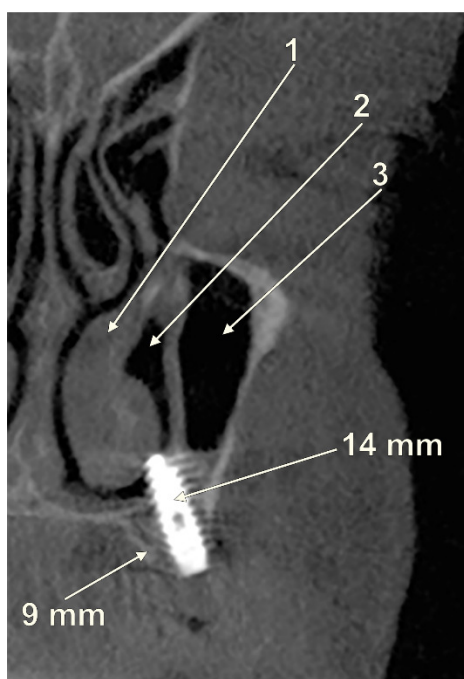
Inserare defectuoasă a unui implant endosoos în osul maxilar – regiunea caninului. Osul disponibil are o înălțime de circa 9 mm iar implantul are lungimea de circa 14 mm. Implantul penetrează planșeul nazal și mucoasa nazală. 1.cornet nazal inferior; 2.meat nazal inferior; 3.sinusul maxilar. Secțiune coronală oblică CBCT.
